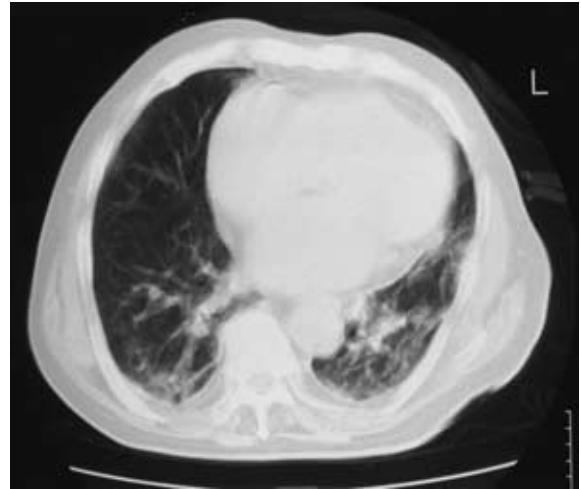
Chest CT on admission showing ground glass opacity in both lungs, and cardiomegaly
